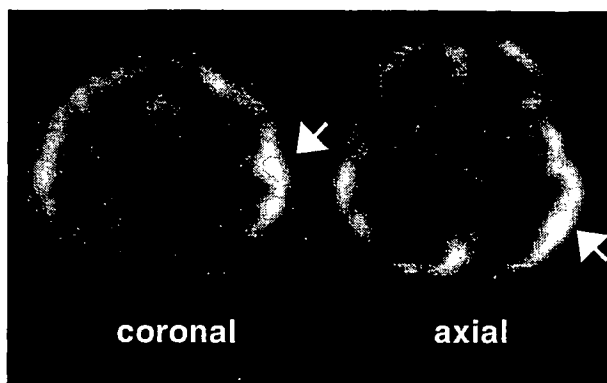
入院時^{99m}Tc-ECD SPECT 定量検査
